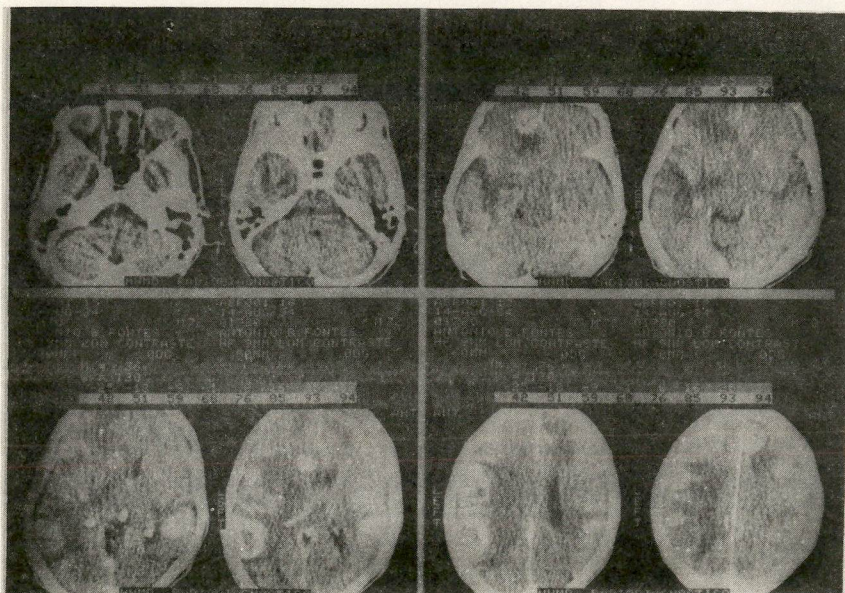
CT cerebral com múltiplas lesões sugestivas de metástases.
